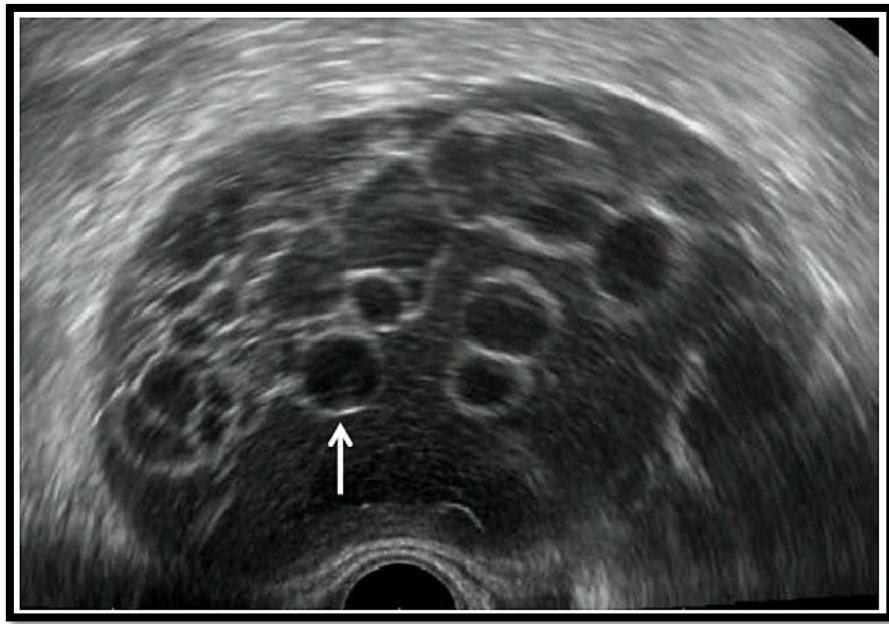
Échographie par voie endovaginale. Kyste ovarien complexe, avec des vésicules intrakystiques (flèche), chez une patiente de 48 ans. Cystadénome mucineux (bénin) sur la pièce opératoire.(90)
